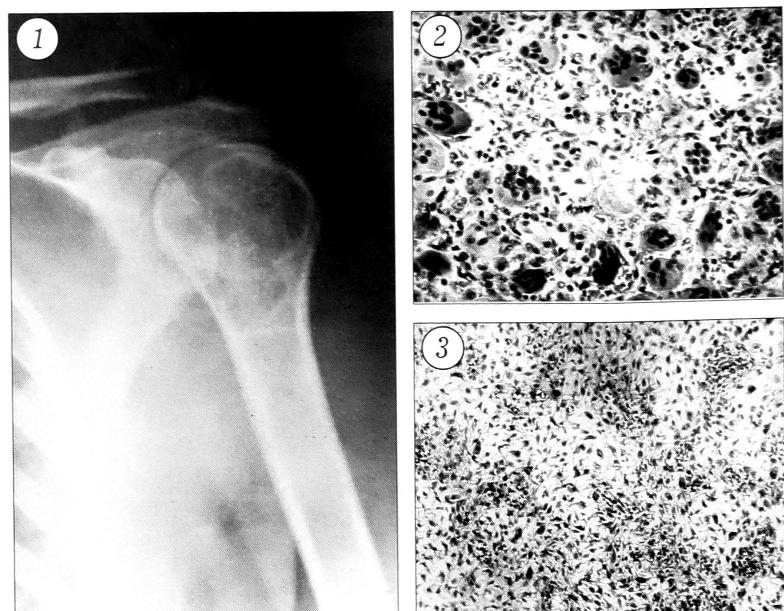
Рентгенограмма больной В.: в проксимальном отделе левой плечевой кости наблюдается резко выраженное истончение кортикального слоя, головка и шейка замещены патологической тканью литического характера.
